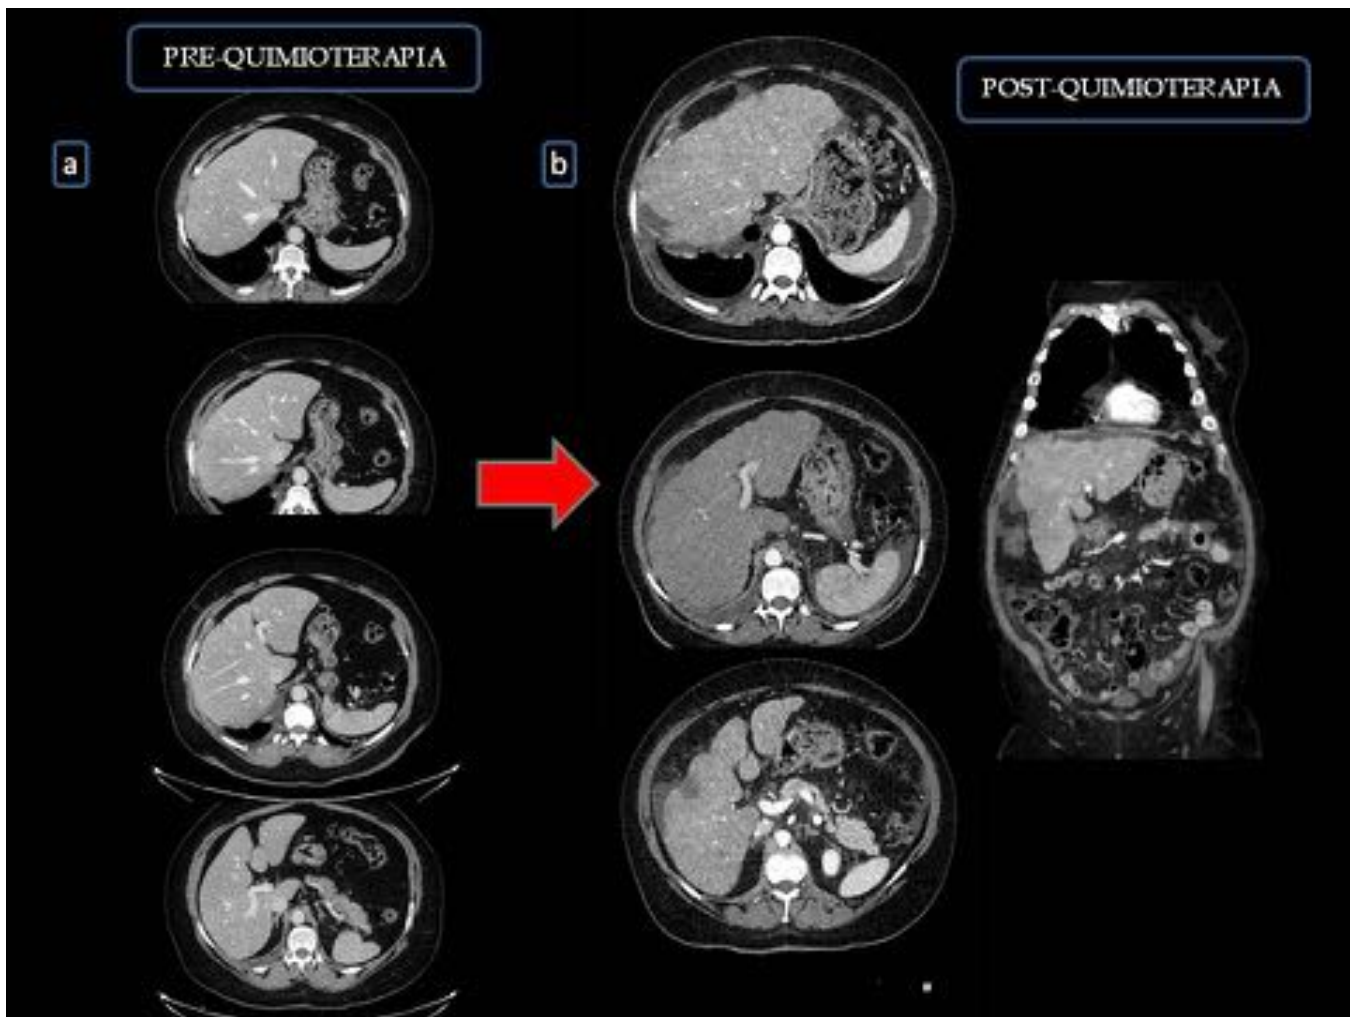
FIGURA 6. (a) CORTES AXIALES DE CT ABDOMINAL CON PARENQUIMA HEPATICO DE MORFOLOGIA NORMAL.(b) CORTES AXIALES Y CORONALES DE CT ABDOMINAL TRAS QUIMIOTERAPIA CON HIGADO DE CONTORNOS LOBULADOS CON HIPERTROFIA DEL LHI Y CAUDADO Y ATROFIA DEL LHD CON LIQUIDO LIBRE INTRAPERITONEAL. HALLAZGOS SUGESTIVOS DE PSEUDOCIRROSIS HEPATICA
